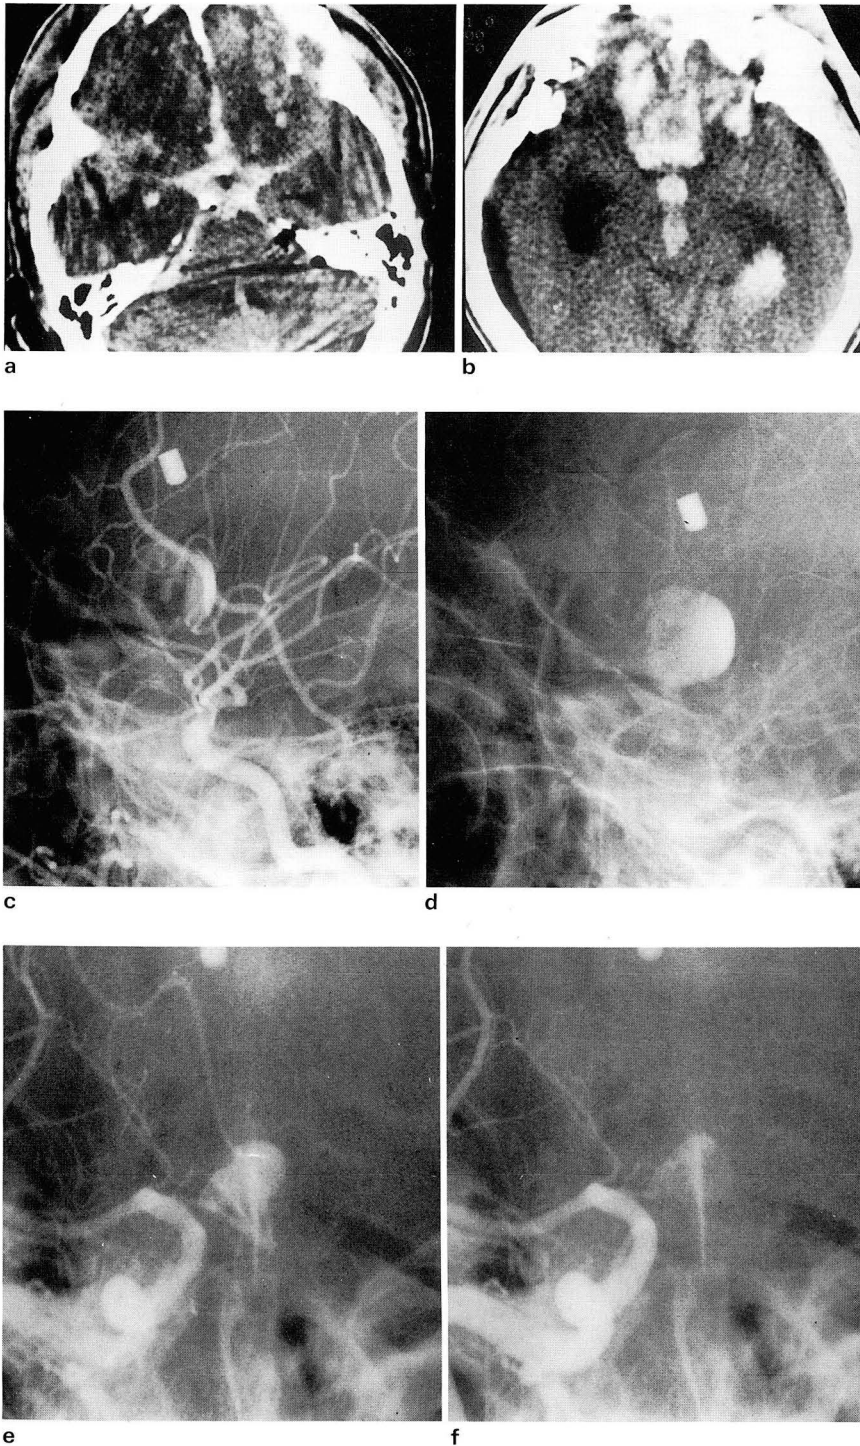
a. Initial Precontrast Axial CT scan shows subarachnoid hemorrhage and pneumocephalus with comminuted skull fractures of the right frontal bone.
